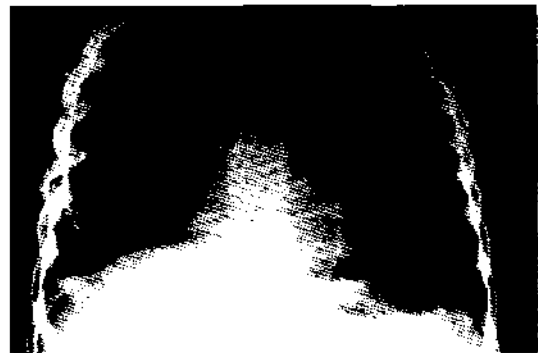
Radiografía de control 3 meses después de la intervención.
